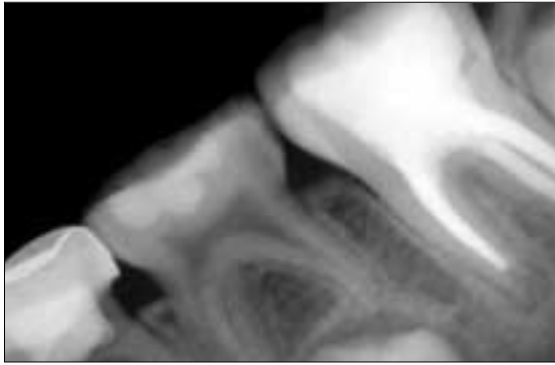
Initial periapical view.
